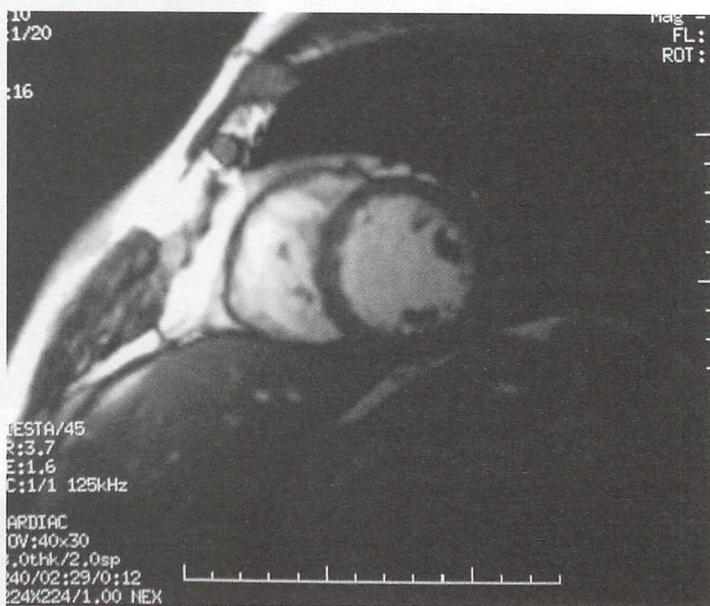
Imagen de cardiorresonancia magnética
